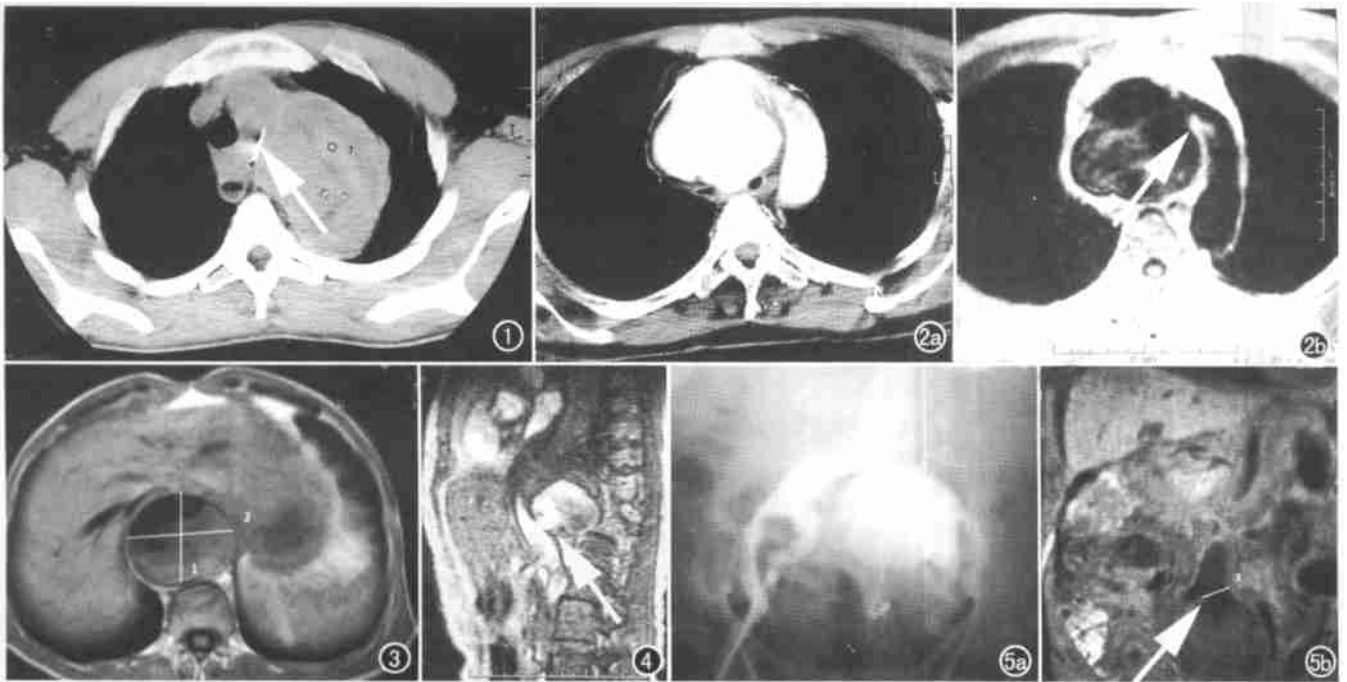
CT 平扫主动脉弓旁见不同密度肿块伴块内金属针(箭)。图 2 a) CT 增强主动脉弓与升主动脉间假性动脉瘤内不均性强化; b) T₁WI 主动脉弓右侧假性动脉瘤经破口与主动脉弓相通(箭)。图 3 T₁WI 示降主动脉旁瘤体内见不规则软组织信号。图 4 GRE 矢状面示腹主动脉经破裂口向瘤内喷射高信号血流(箭)。图 5 a) 腹主动脉造影示左髂动脉内侧瘤体显影; b) T₁WI 瘤体内信号不均,并见腹主动脉经破口与瘤体相通(箭)。
